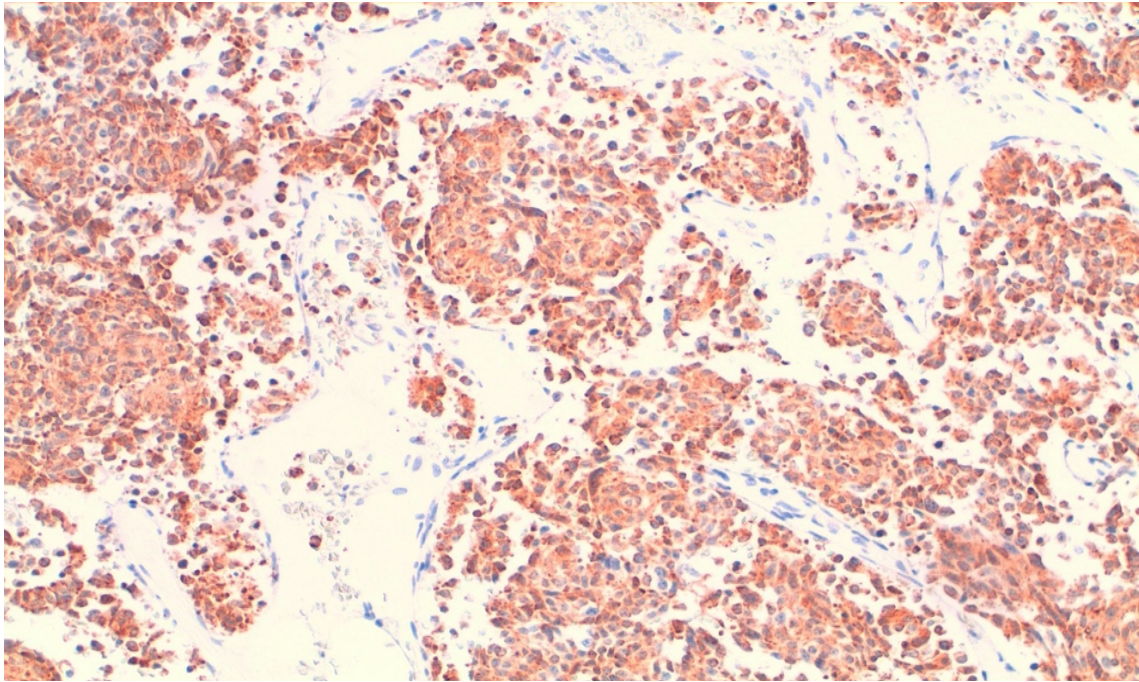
Exemplarische Darstellung einer immunhistochemischen Anfärbung von SHH sowohl im Zytoplasma als auch an den Membranen bei einem typischen Lungenkarzinoid (TC) in 200-facher Vergrößerung. (Aus dem MVZ Institut für Pathologie, Zytologie und Molekularpathologie Wetzlar).
